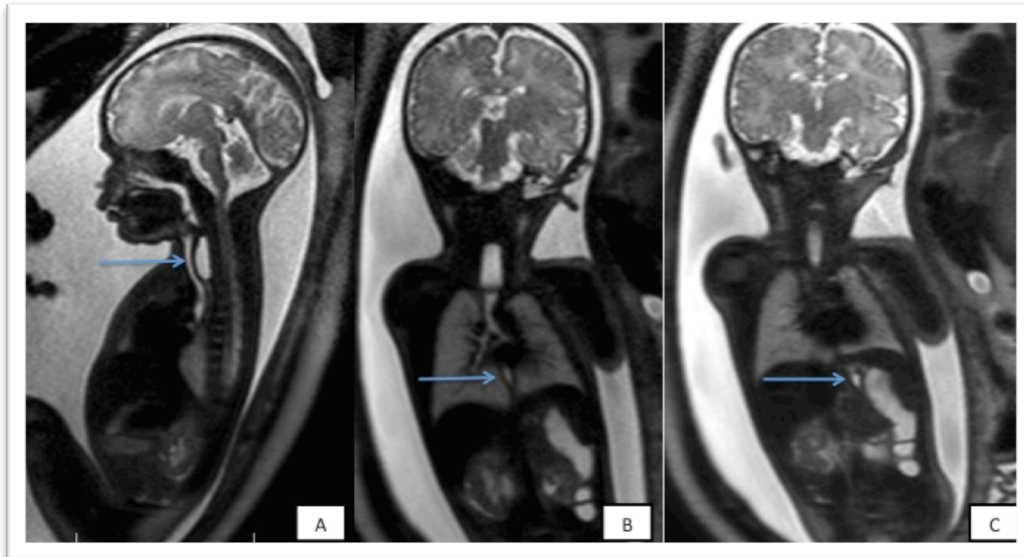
IRM séquence T2. A –Cul de sac supérieur (→).
